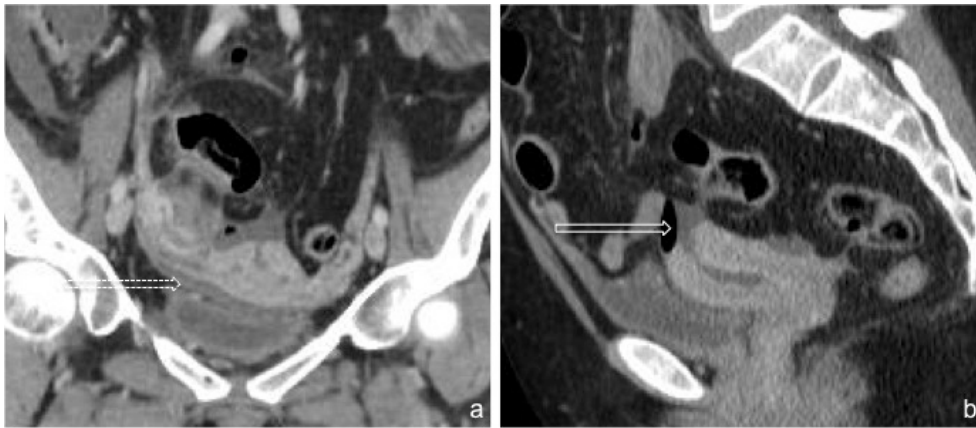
Mulher submetida a polipectomia histeroscópica, que se apresenta com dor pélvica e reacção peritoneal. As imagens de reformatações de TC, coronal (a) e sagital (b), após administração endovenosa de contraste, revelam perfuração da vertente posterior do fundo do útero, com ligeira quantidade de líquido distendendo a cavidade uterina. Associa-se pequena quantidade líquido e bolha gasosa em topografia pélvica adjacente (seta), bem como densificação da gordura e hipercaptação dos folhetos peritoneais (seta tracejada) (Cortesia da Dr.^a Joana Almeida).
